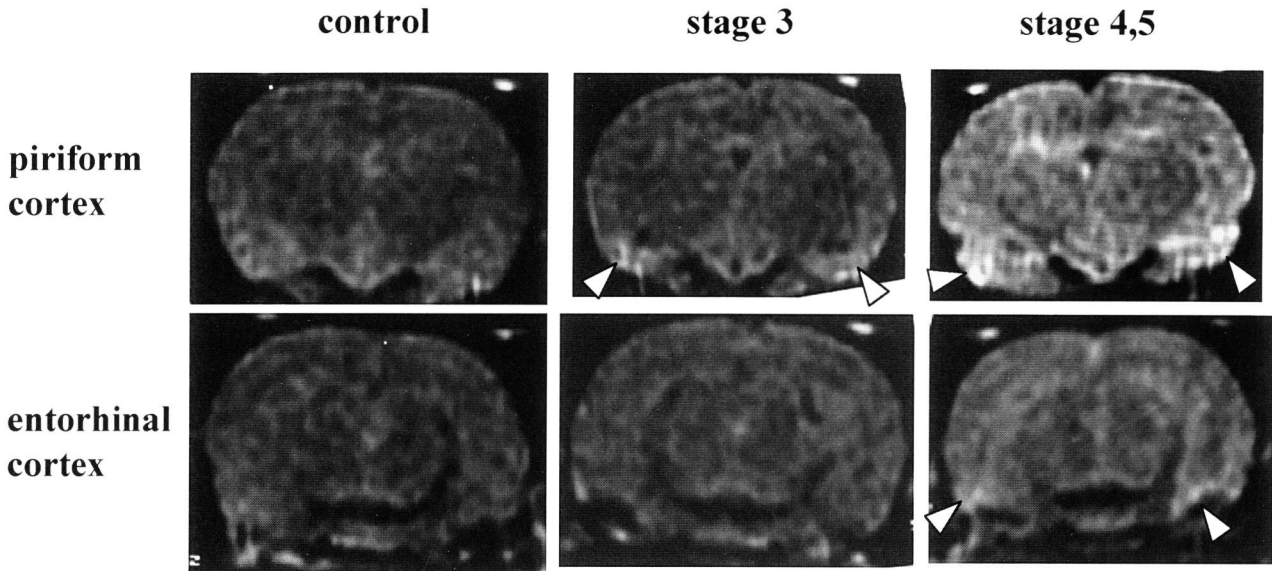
KAによるけいれん発作重積4週間後のMRI所見
